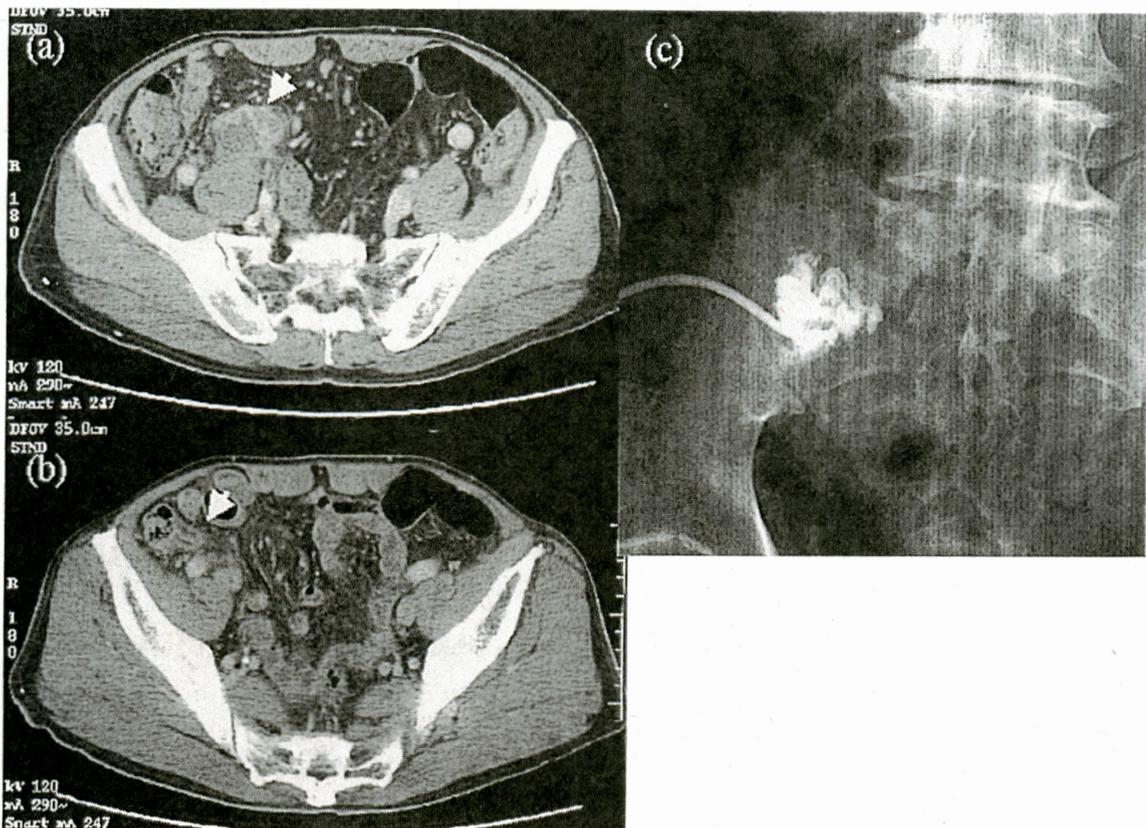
腹部CT (a)右腸腰筋上に膿瘍形成。(b)尾側のスライスで約11mmに腫大した浮腫状の虫垂を認める。(c)経皮的エコー下穿刺ドレナージ。
